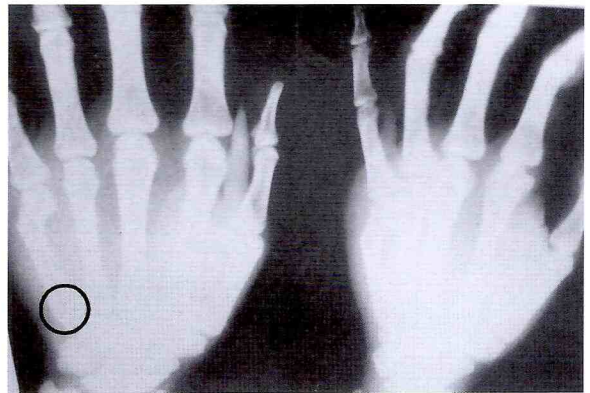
Radiografias pré-operatórias.
